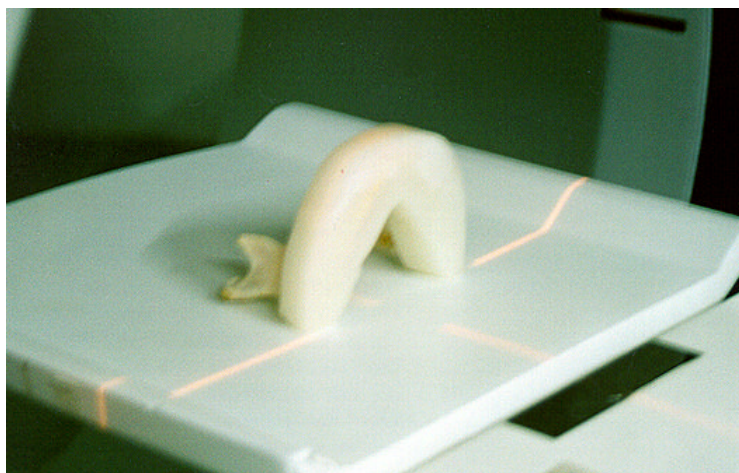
Mandíbula posicionada para a obtenção de imagens por tomografia computadorizada.
